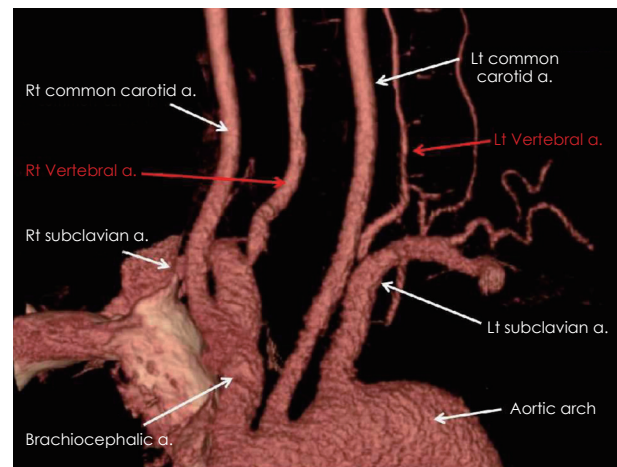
Magnetic resonance (MR) angiographic finding. It shows hypoplasia of the left vertebral artery.
